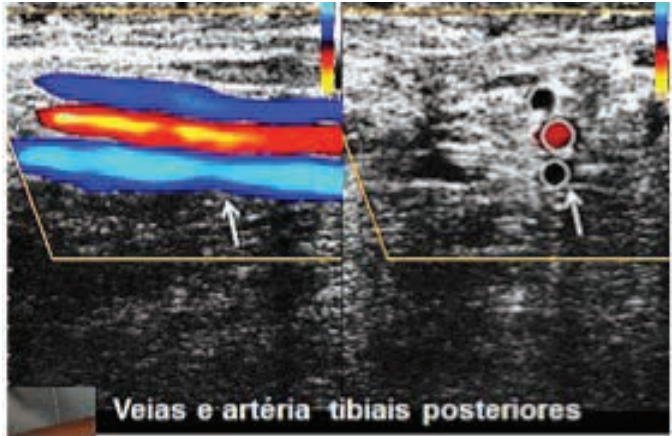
Simultaneidade (hipertensão venosa) arterial e venosa do feixe vascular tibial posterior ao Doppler colorido- Veias tibiais posteriores em azul, artéria tibial posterior em vermelho
